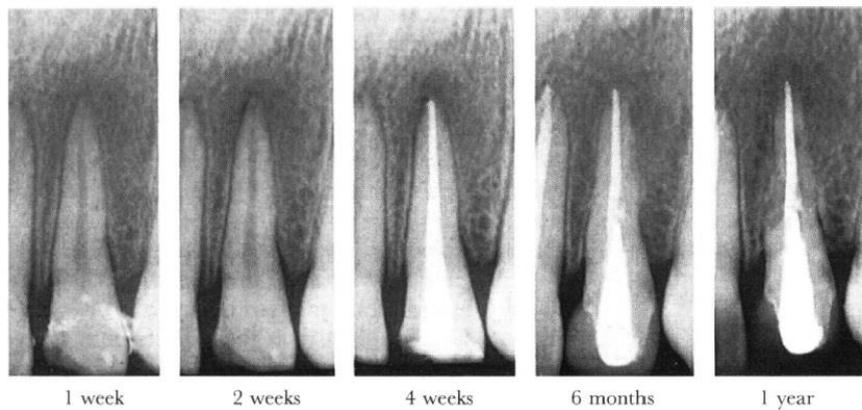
Clichés rétro-alvéolaires successifs présentant l'ankylose visible 6 mois après la réimplantation de la 22. Notez la disparition progressive de l'espace ligamentaire radiographique. Tiré de l'article d'Andreasen et al. (59)
